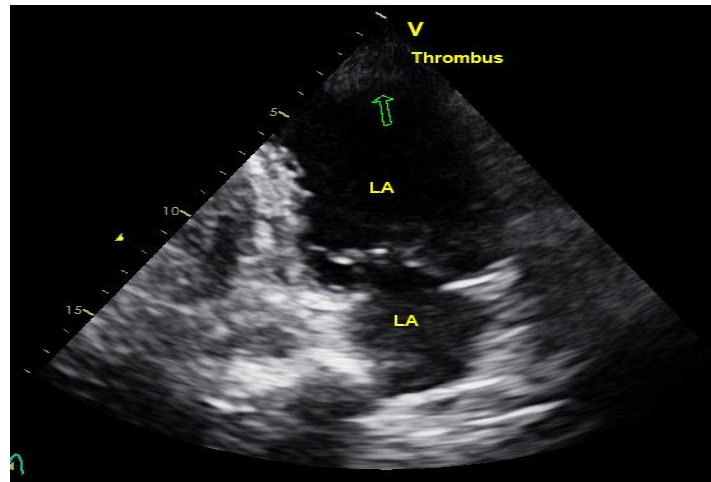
Imagem ecocardiográfica na incidência apical 2 câmaras de paciente com CCC, mostrando trombo apical (thrombus) em ápice do ventrículo esquerdo (seta). LV – left ventricle, LA – left atrium.
